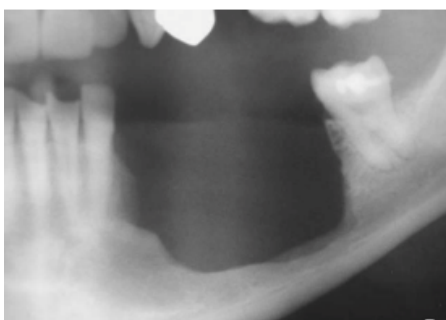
Radiographie montrant la résection non interromptrice de la mandibule pratiquée après récurrence d'un volumineux kyste (traité initialement par énucléation).
